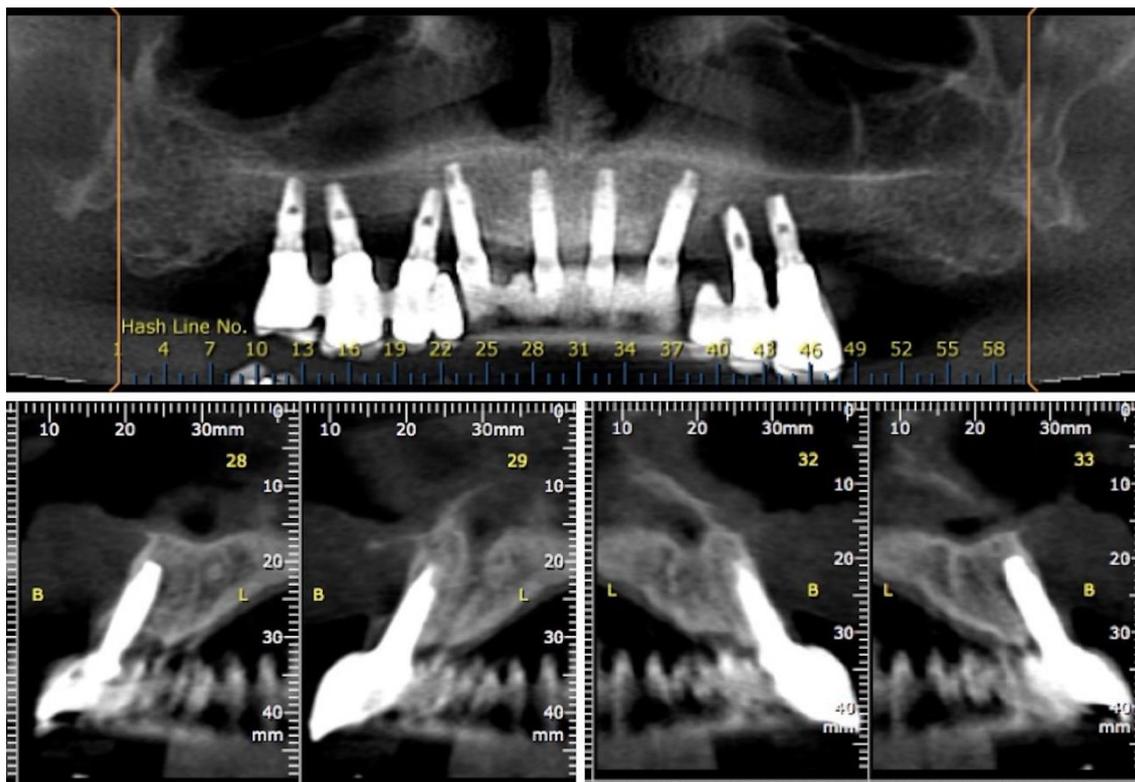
Tomografia computadorizada após acompanhamento clínico de 18 meses.
